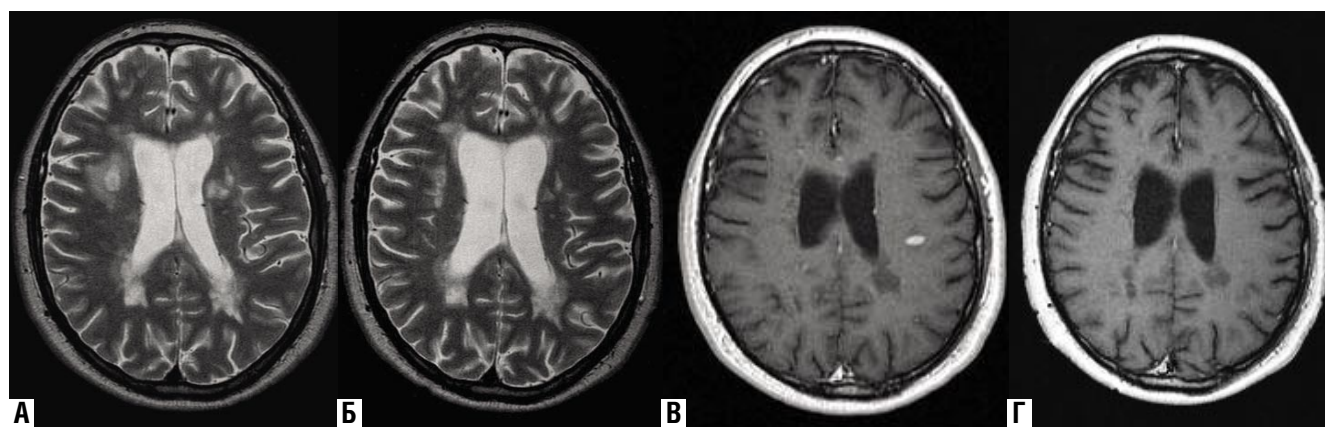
МРТ в Т2 ВИ и Т1 ВИ (аксиальные срезы) больного У, выполненные до (А, В) и после (Б, Г) лечения
